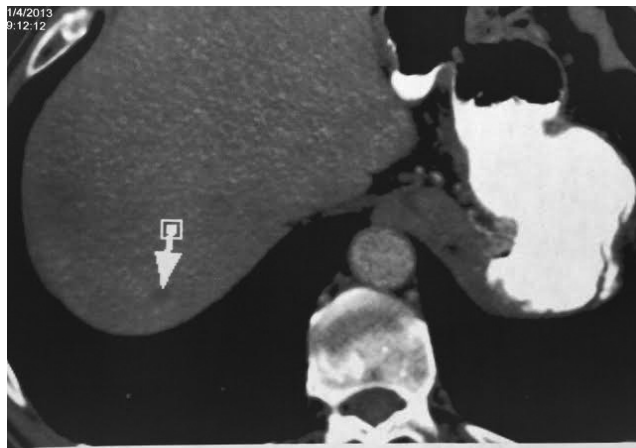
TOMOGRAFIA MOSTRANDO NÓDULO DE 7MM EM LOBO DIREITO DO FÍGADO. FONTE: ARQUIVO PRÓPRIO.
